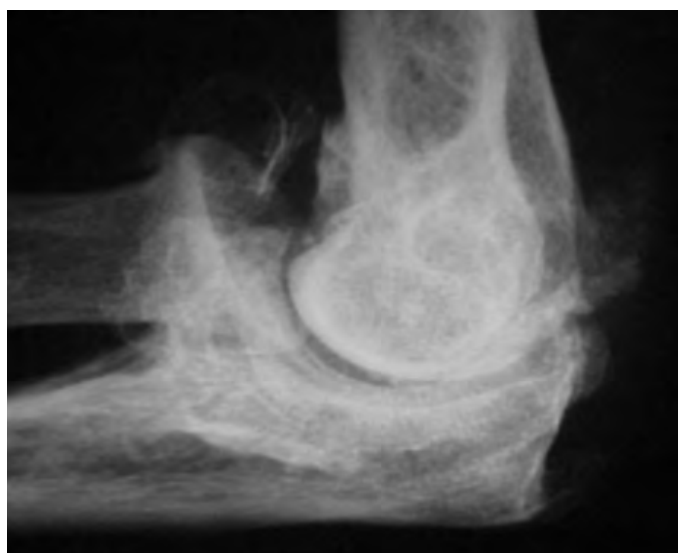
Artrosi del colze. Radiografia en projecció de perfil on s'aprecien signes degeneratius severos que afecten els compartiments anterior i posterior.
